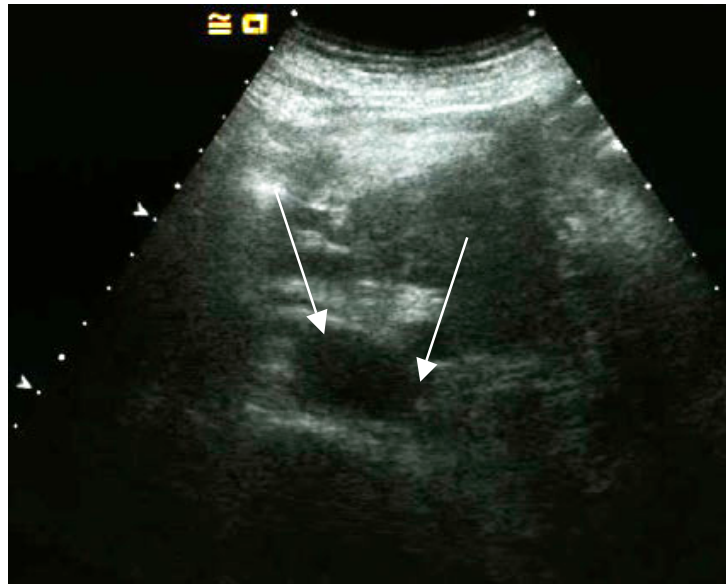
Sonographisches B-Bild des Pankreas:
